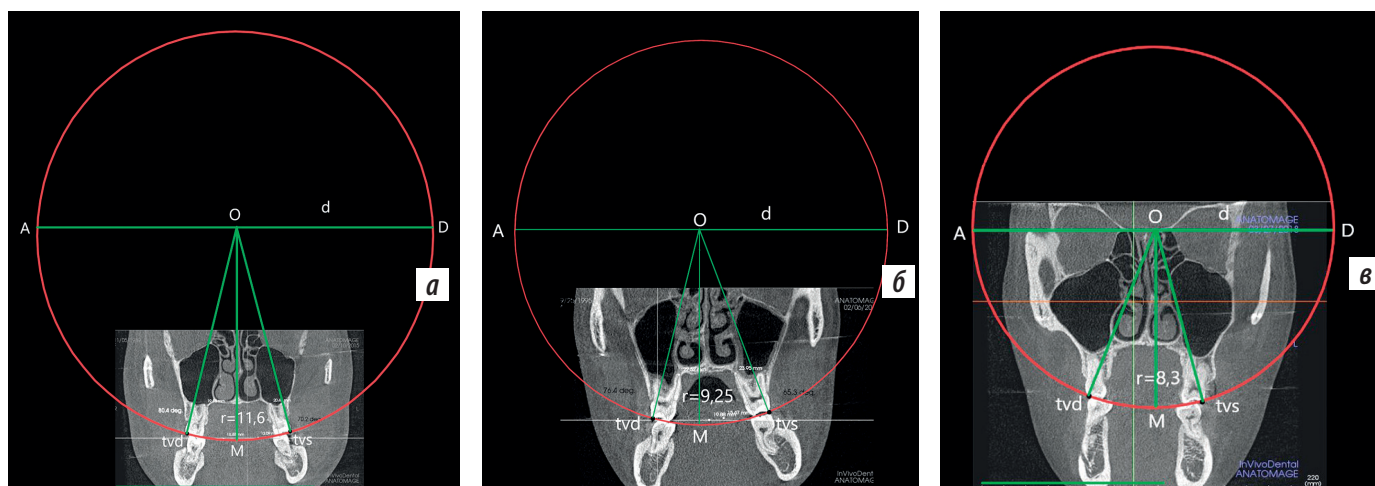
Аксиальная проекция КТ головы в окклюзионной сфере пациентов с: а — брахиогнатическим строением лицевого скелета черепа; б — мезогнатическим; в — долихогнатическим
